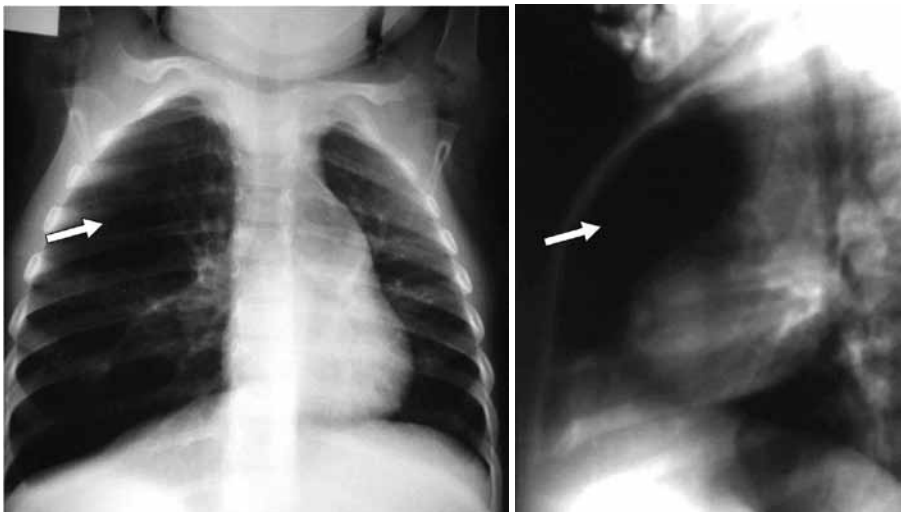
ELC. Radiografía de tórax: aumento de la lucencia del lóbulo superior derecho por hiperinsuflación (flecha) con desviación del cardiomeastino a la izquierda en la proyección anteroposterior y desplazamiento posterior del corazón en la lateral.
